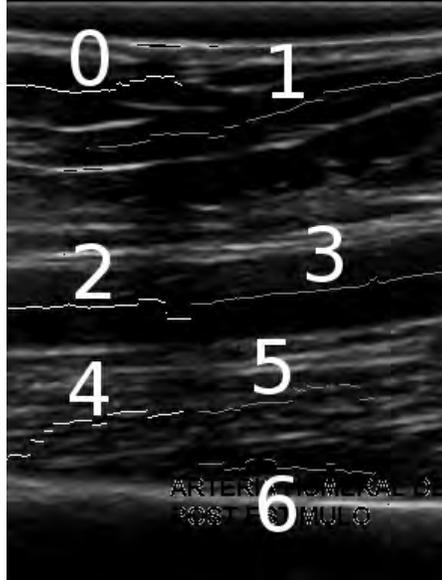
Trayectorias factibles de ser el lumen arterial en una ecografía de prueba.
